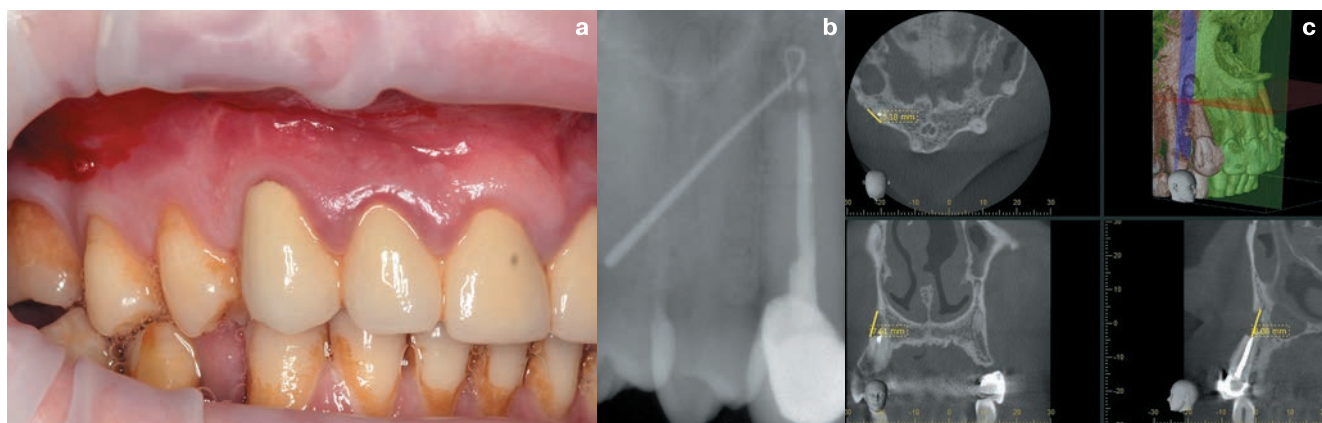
Зубы 15 – 22: а – вестибулярная поверхность десны и переходной складки, свищевой ход в области зуба 15; б – зондирование свищевого хода гуттаперчевым штифтом, внутриротовая рентгенограмма; с – диагностическая компьютерная томограмма, выполненная на 3DX Accuitomo/FPD (Morita).
